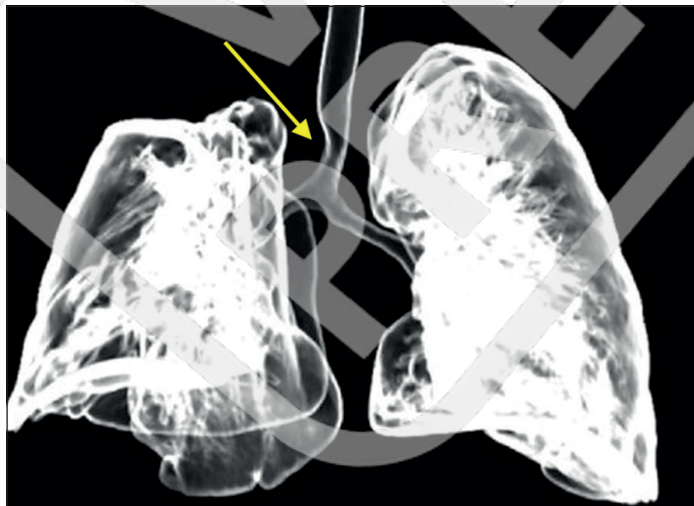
Reconstrucción de la vía aérea mediante angiografía por tomografía computada. La imagen muestra una disminución del calibre traqueal en el tercio distal, señalada por la flecha amarilla. Este hallazgo es concordante con el aumento de los componentes resistivos inspiratorio y espiratorio observados durante la ventilación mecánica, así como con su variabilidad según la posición del tubo endotraqueal.
